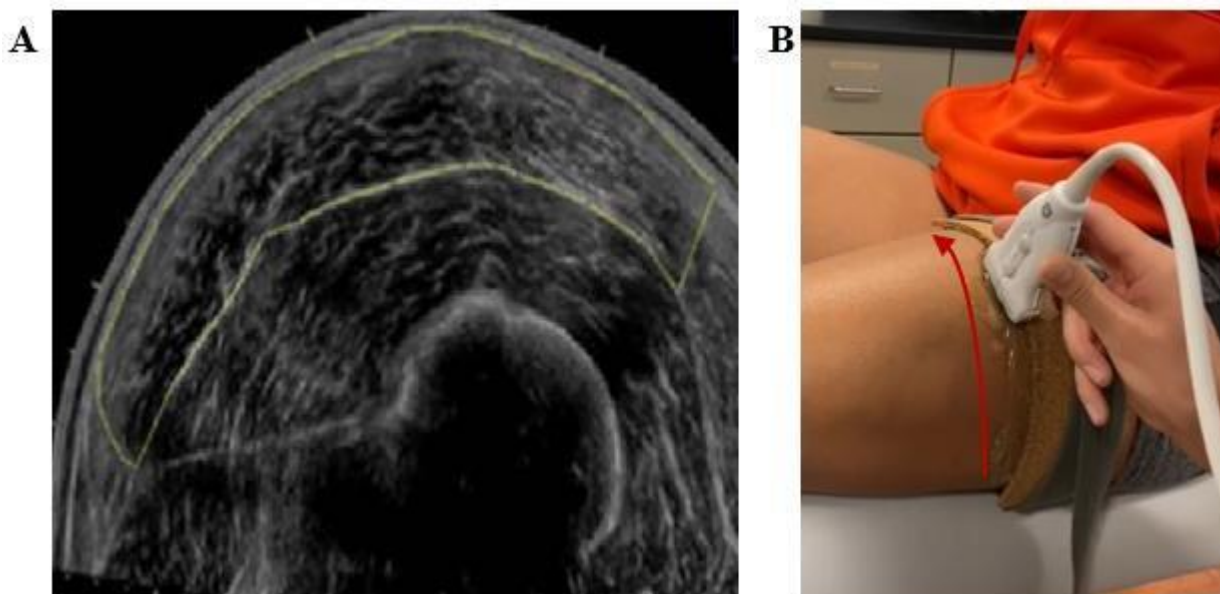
A) Imagem representativa da área de secção transversa do vasto lateral obtida por ultrassonografia panorâmica, adaptado de Ahtiainen et al. (2010). B) Imagem representativa do deslocamento da sonda linear em uma aquisição de imagem da área de secção transversa do vasto lateral obtida por ultrassonografia panorâmica.
